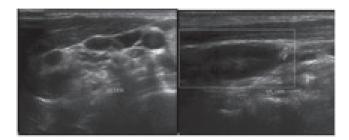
Ultrasonido de cuello con conglomerado ganglionar y ganglio abscedado derechos.
